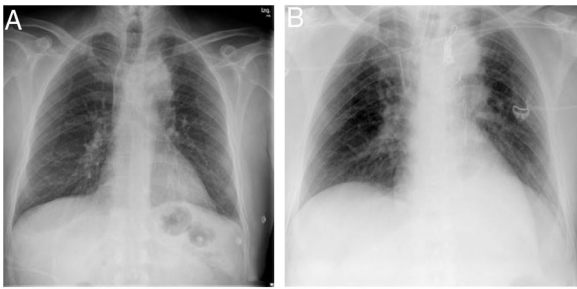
A) Radiografía de tórax preoperatoria que muestra ensanchamiento mediastínico superior. B) Radiografía de tórax postoperatoria que muestra el material quirúrgico aórtico (*stent*) e inicio de resolución del ensanchamiento mediastínico.
